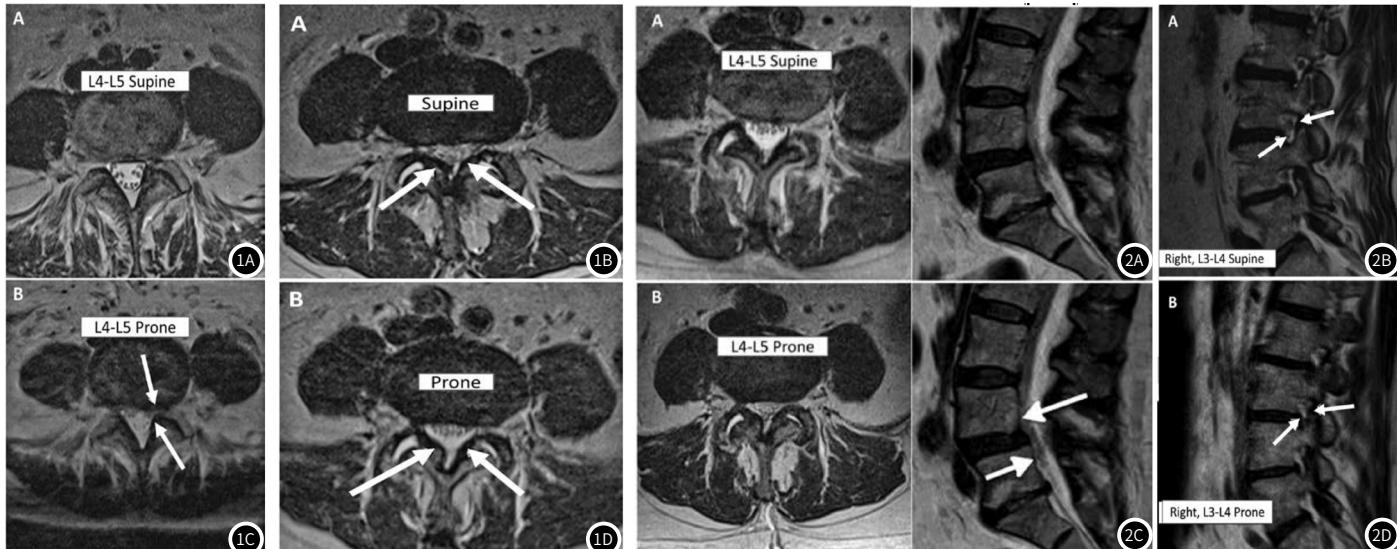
图1D 1A+1C: L4-L5左侧副内侧斜疝(白色箭头)仅见于俯卧位MRI。1B+1D: 俯卧位黄韧带增厚(白色箭头)，明显缩小椎管面积。
